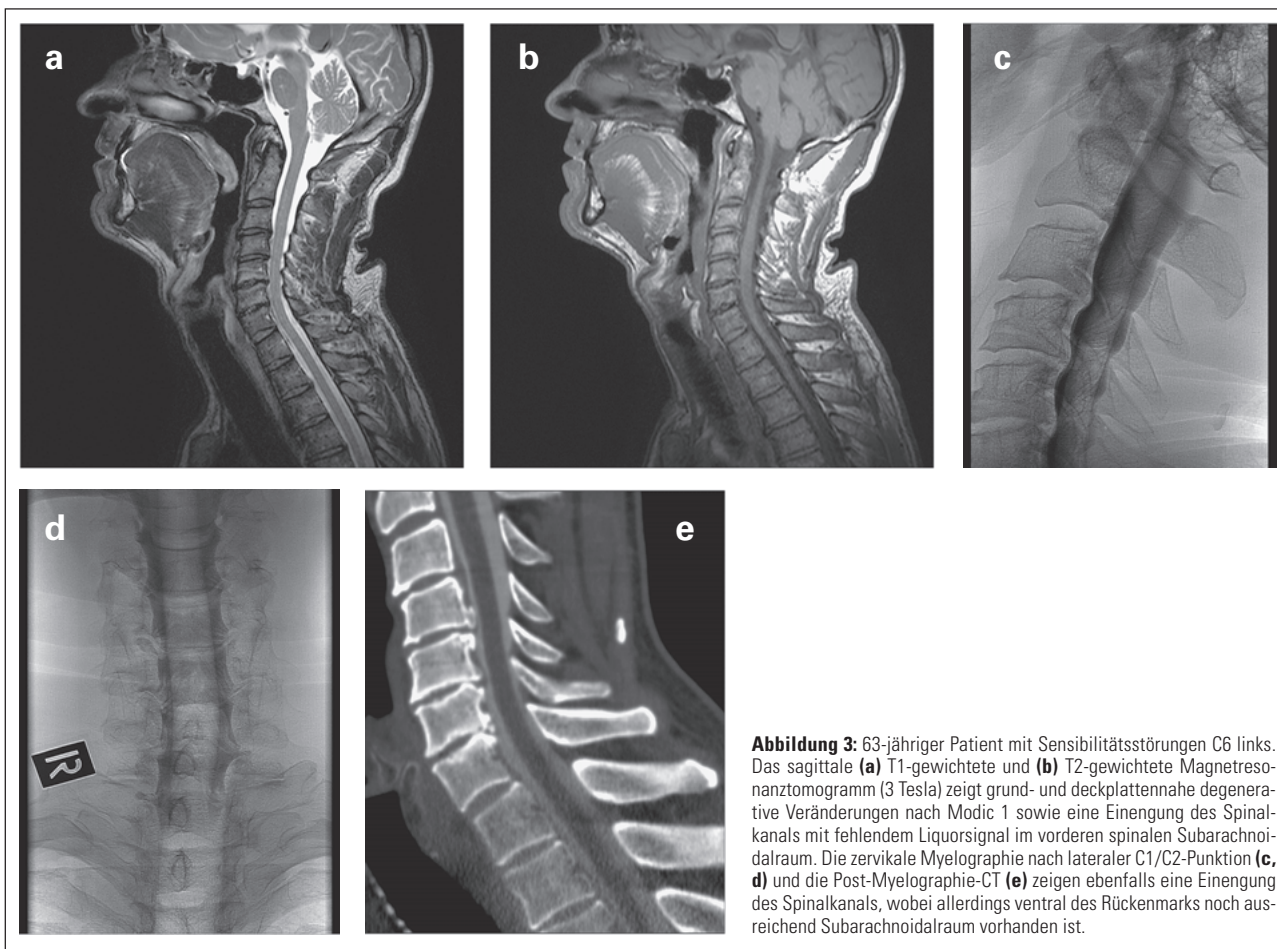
63-jähriger Patient mit Sensibilitätsstörungen C6 links. Das sagittale (a) T1-gewichtete und (b) T2-gewichtete Magnetresonanztomogramm (3 Tesla) zeigt grund- und deckplattennahe degenerative Veränderungen nach Modic 1 sowie eine Einengung des Spinalkanals mit fehlendem Liquorsignal im vorderen spinalen Subarachnoidalraum. Die zervikale Myelographie nach lateraler C1/C2-Punktion (c, d) und die Post-Myelographie-CT (e) zeigen ebenfalls eine Einengung des Spinalkanals, wobei allerdings ventral des Rückenmarks noch ausreichend Subarachnoidalraum vorhanden ist.
